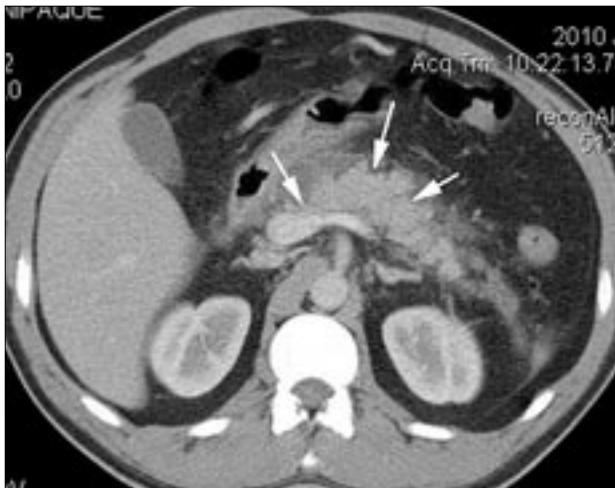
Компьютерная томограмма. Мелкие краевые зоны некроза в теле и хвосте поджелудочной железы (стрелки).
